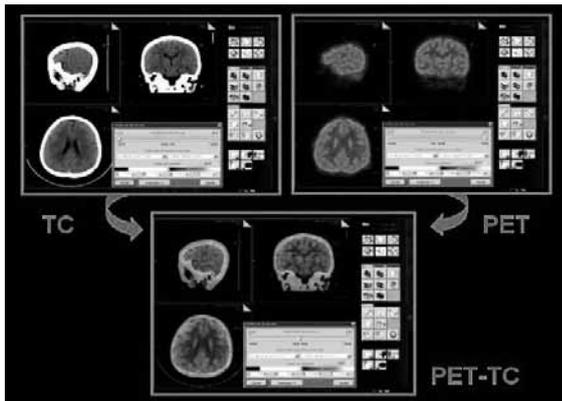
Fusión imagen PET-TC
